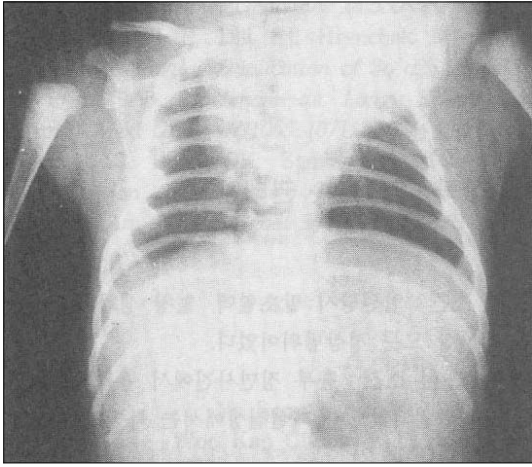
Extrathoracic mass shadow was noted on chest AP X-ray.
